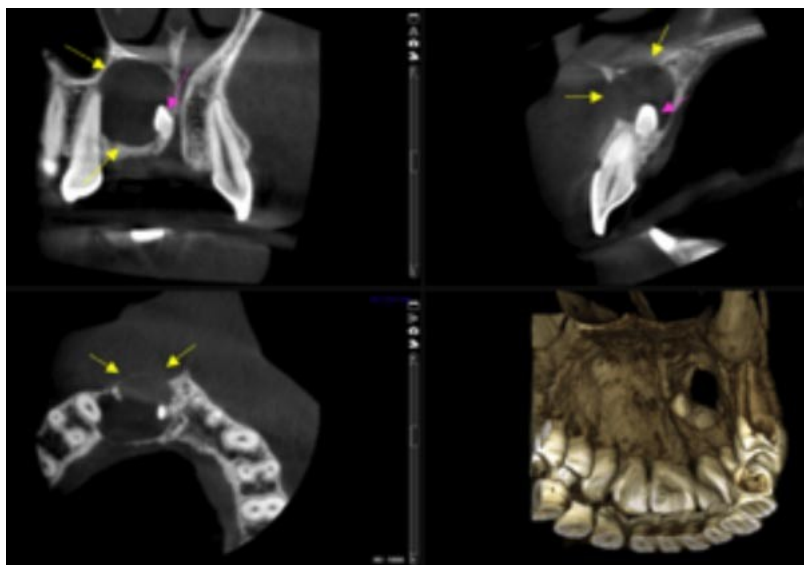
Tomografía computarizada de haz cónico (CBCT) maxilar superior. Flechas amarillas indican lesión osteolítica unilocular extensa en que compromete los dientes 1.1 y 2.1, expande y perfora tabla vesrtibular. Flechas rosadas indican mesiodens en ubicación palatina a 1.1 relacionado directamente a lesión osteolítica.
